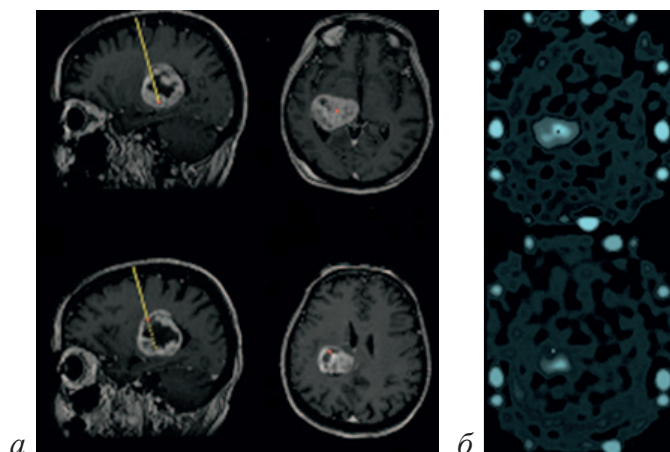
МРТ (а) та ОФЕКТ (б), розрахована зона та траєкторія серійної біопсії.
